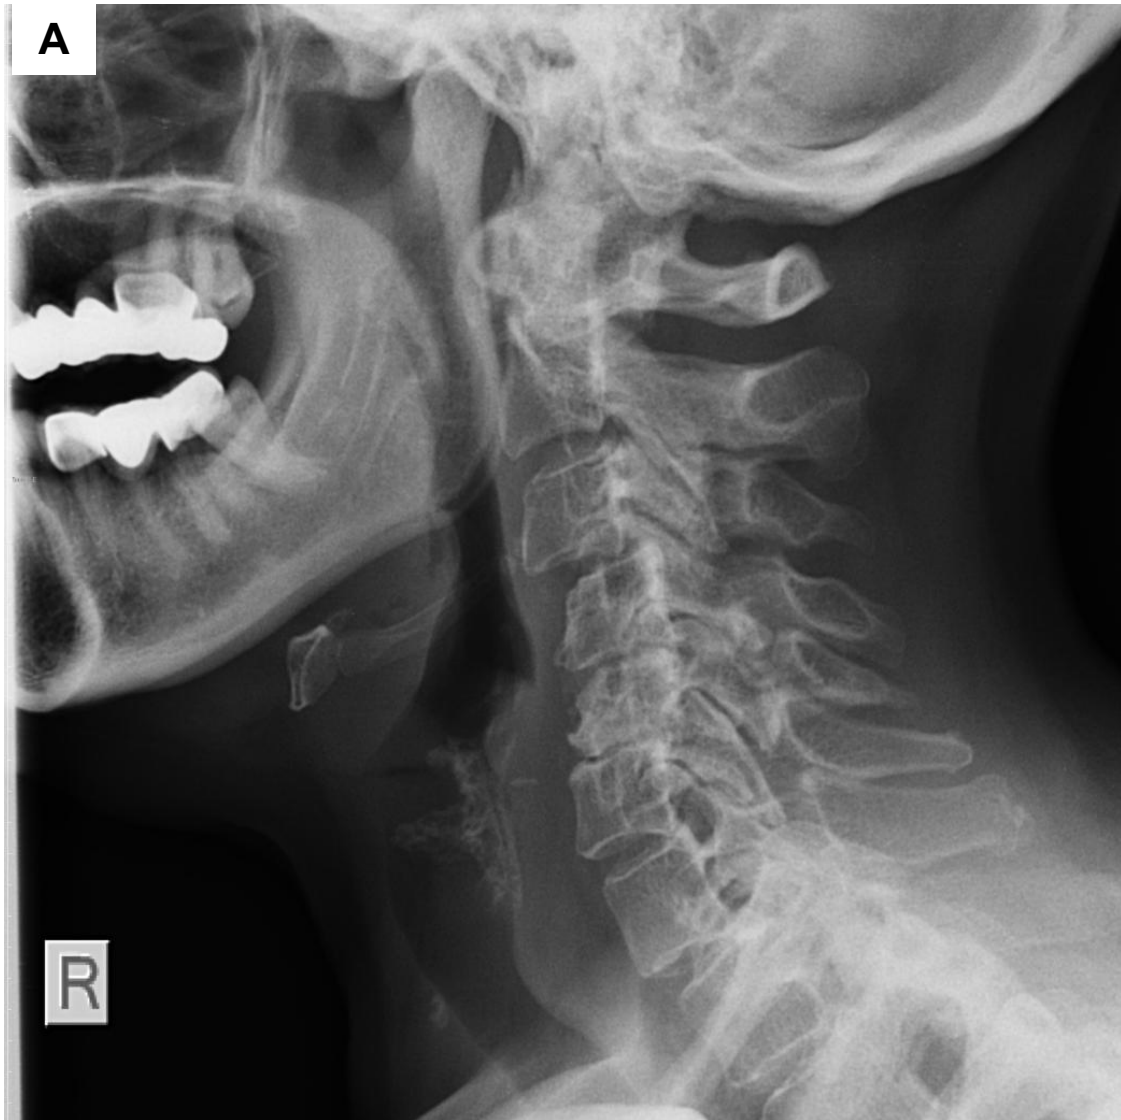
Röntgenbilder mit den typischen schweren Arthrosemerkmalen:
